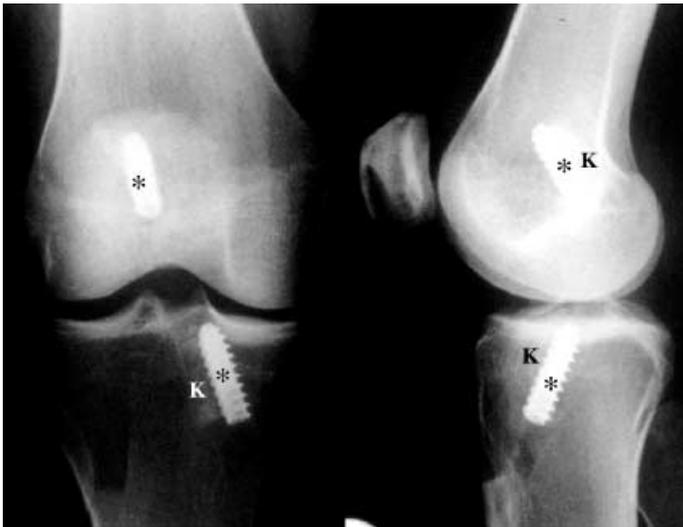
◀ Röntgenkontrolle nach VKB-Ersatz mit Patellarsehnentransplantat. Die Knochenblöckchen (K) sind gelenknah mit Metallinterferenzschrauben (*) fixiert
